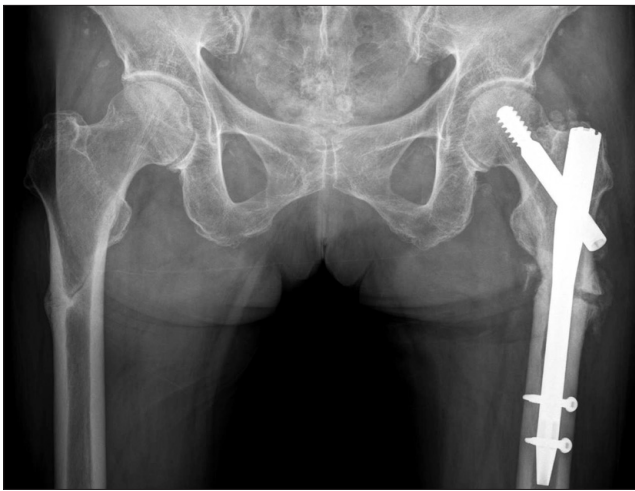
Postoperative radiograph shows a well fixed nail device inside the medullary canal.
